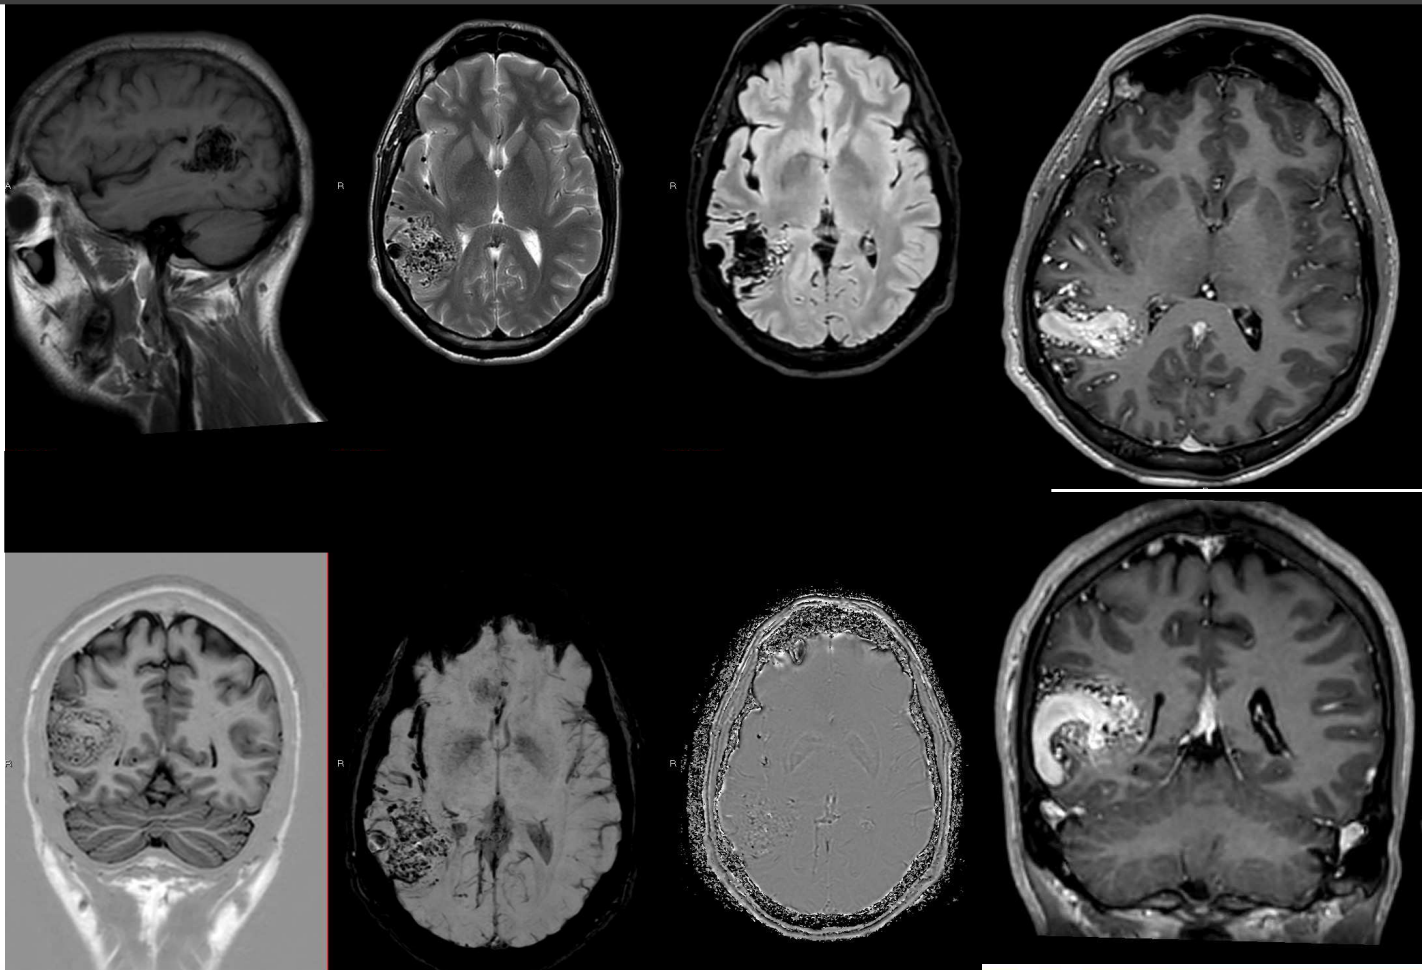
De dcha a izqda y de arriba abajo: sagital T1, axial T2, axial FLAIR, T1 con gadolinio, T1 IR, SWI y coronal post contraste.
